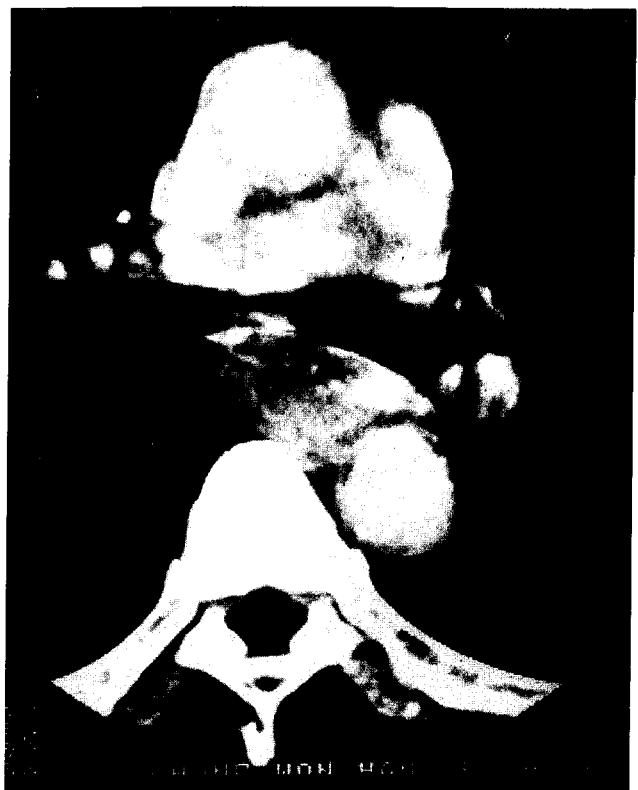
Preoperative chest CT scan shows mid-esophageal mass at the level of the carina.
